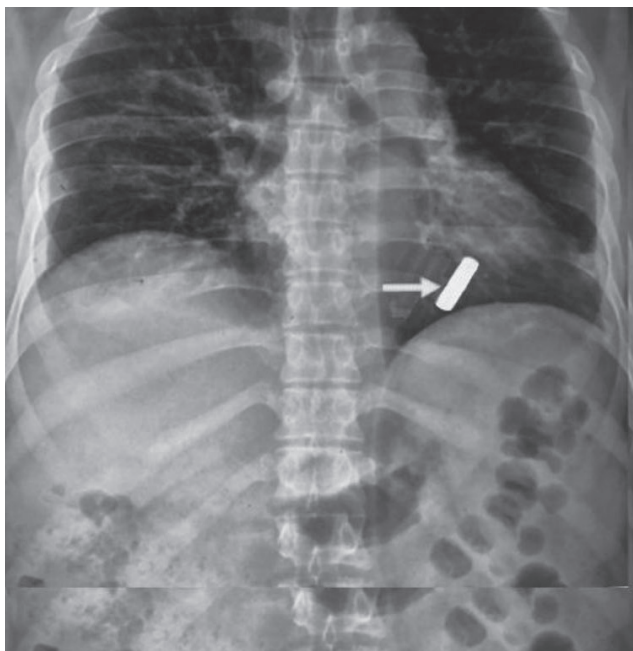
Рентгенівський знімок внутрішньогрудного розташування кулі. У пацієнта кульове поранення з вхідним отвором, розташованим у верхній правій частині грудної клітки, а вістря кулі направлене у протилежний бік. Це свідчить про те, що куля рикошетила від грудної стінки
